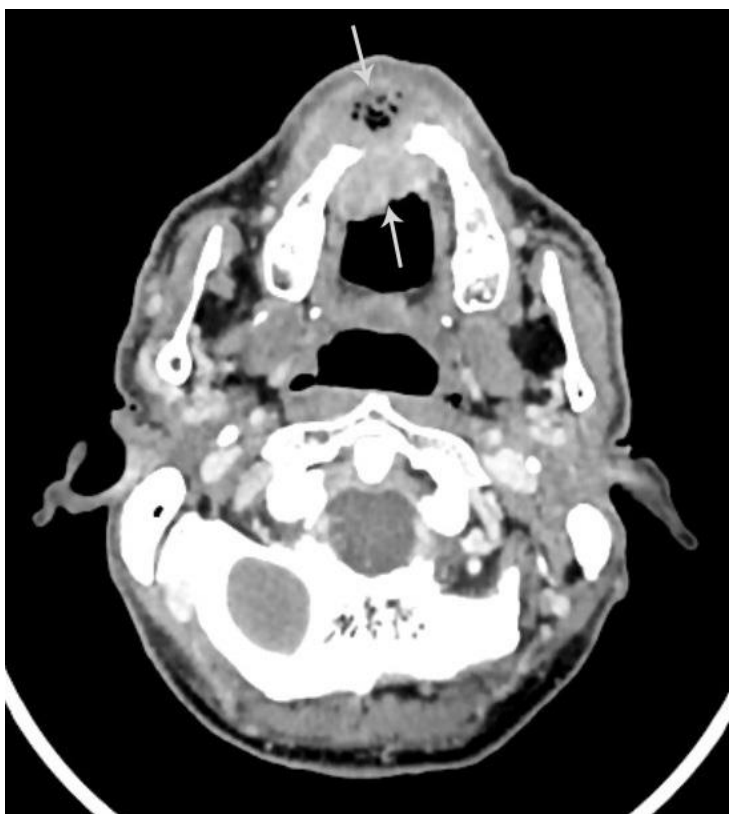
Компьютерная томограмма лицевого отдела черепа в аксиальной проекции, с внутривенным контрастированием. Рак слизистой альвеолярного отростка верхней челюсти. В проекции передних отделов верхней челюсти визуализируется дополнительная ткань (стрелки) средней плотностью +73НУ (min/max +46...+99НУ) округлой формы с четкими контурами, накапливающая КП, разрушающая и замещающая прилежащие костные структуры.
